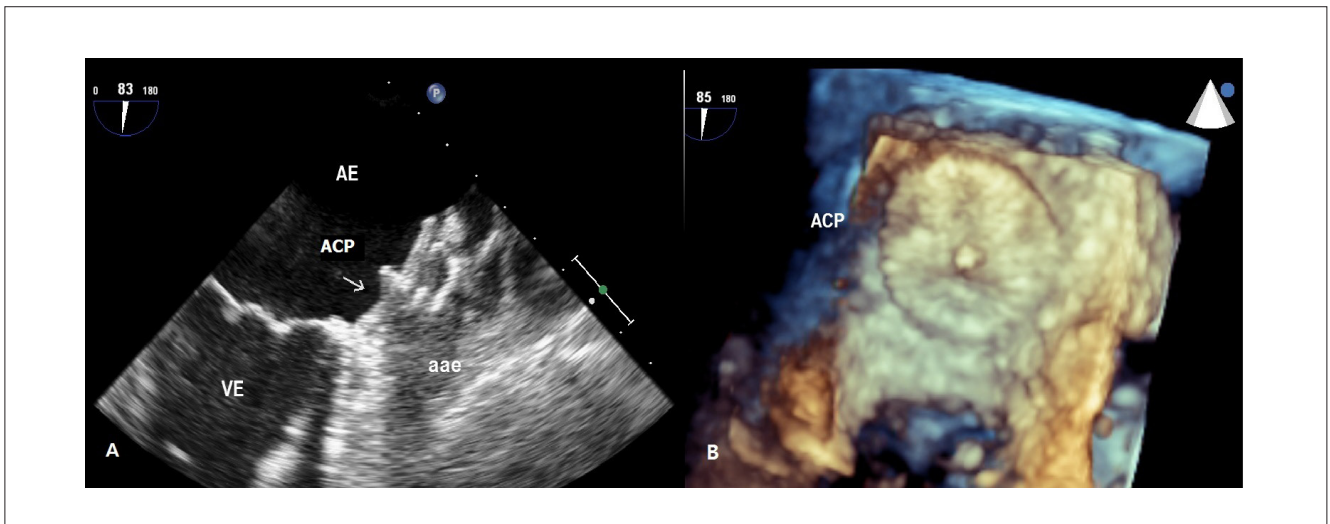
Aspecto da oclusão do apêndice atrial esquerdo (aae) pelo Amplatzer Cardiac Plug (ACP) ao ecocardiograma transesofágico bidimensional (A: ponta da seta indica o disco da prótese) e tridimensional (B: visão em face do ACP). AE, átrio esquerdo; VE, ventrículo esquerdo.
